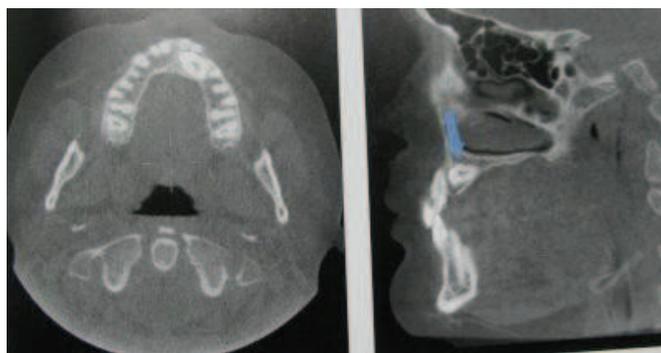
La imagen axial del Cone Beam multiplanar reconstruido revela la correcta posición del canino impactado. Este se encuentra posterior a los incisivos central y lateral. Fuente: Miles, D. (2008).
